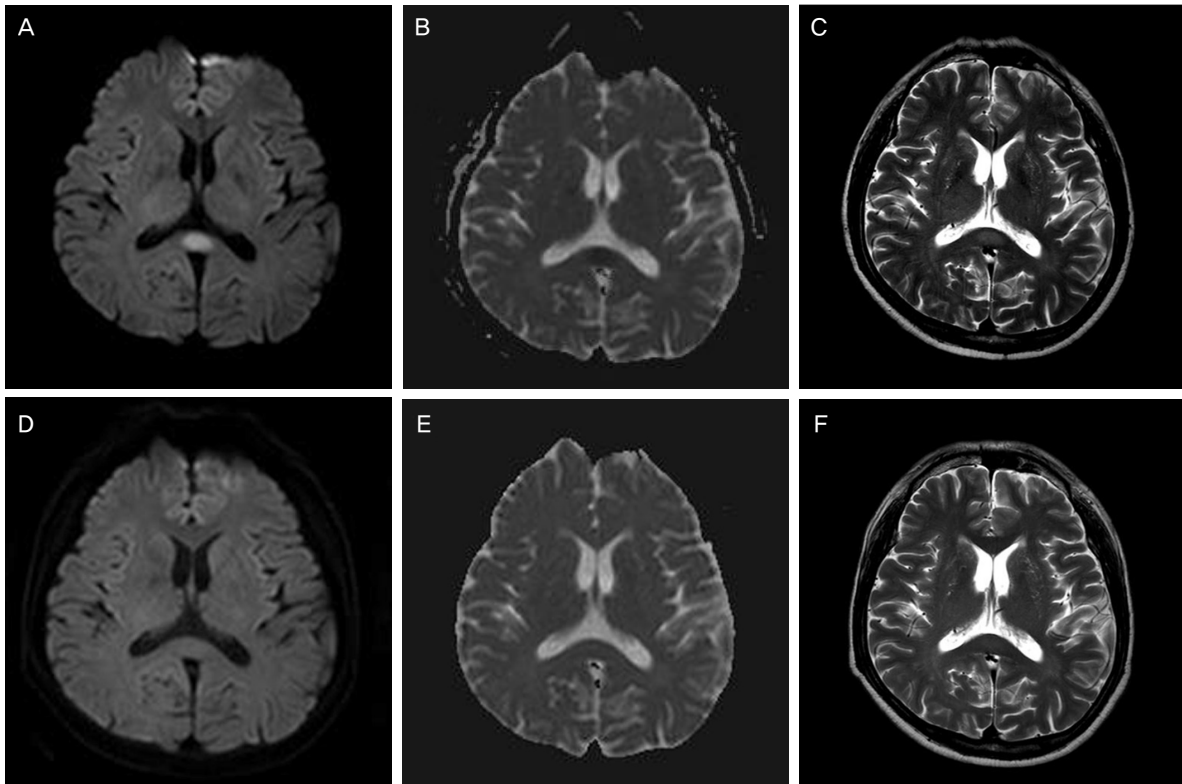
Initial MR images (A-C) show high signal intensity in the central splenium of the corpus callosum (SCC) on diffusion-weighted images (DWI) and T2-weighted image (T2WI); low signal intensity on apparent diffusion coefficient (ADC) maps. Follow-up MRI (D-F) performed after 2 weeks shows complete resolution of the SCC lesion on DWI and T2WI with normalized ADC values.
